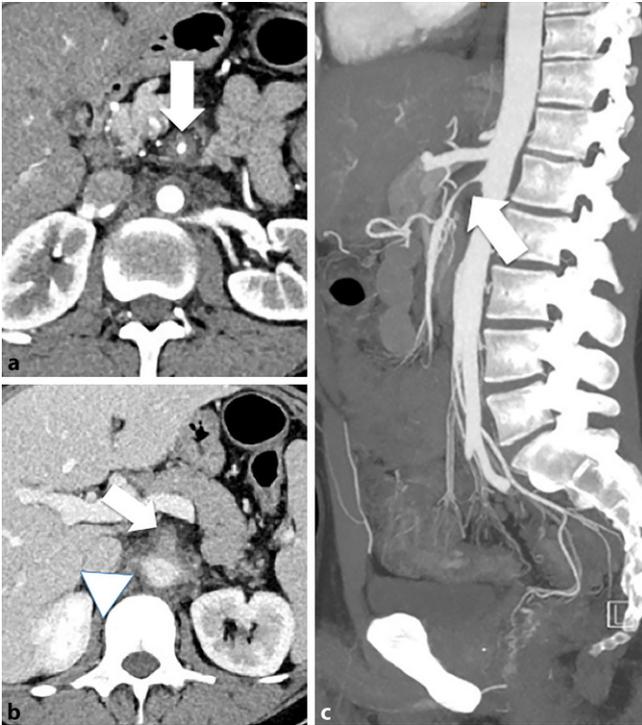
◀ Sowohl die arterielle Phase (a) als auch die venöse Phase (b) eines CT des Abdomens weisen eine Weichteilmanschette um die A. mesenterica superior (Pfeile) sowie um die Aorta (Pfeilspitze) herum auf. Korrespondierend dazu ist eine hochgradige Stenose im Abgangsbereich der A. mesenterica superior auf den „maximum intensity projections“ (MIP, c) zu sehen
